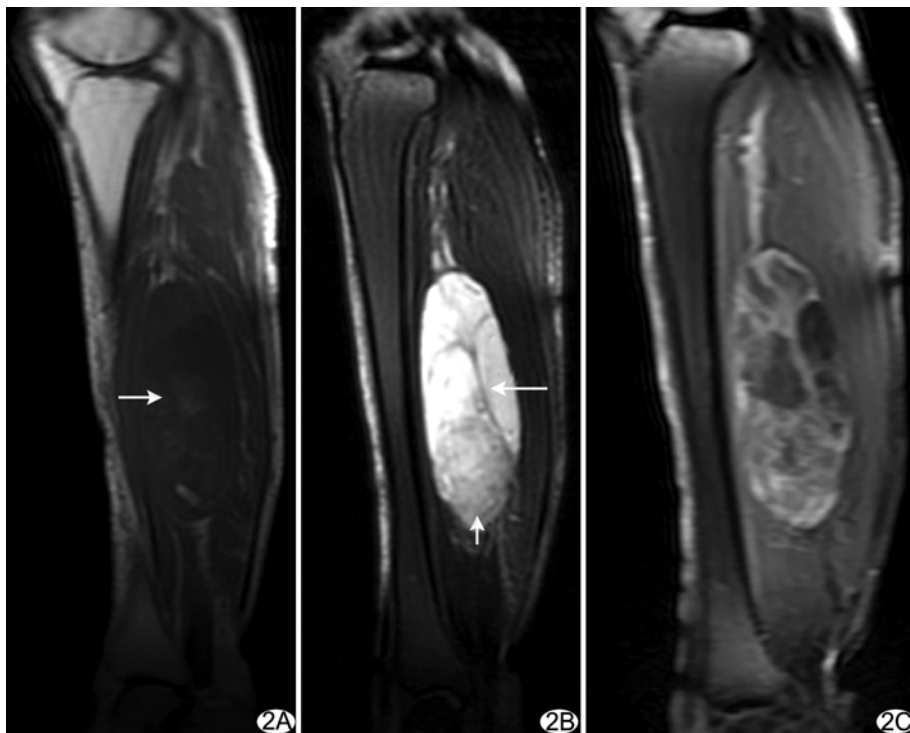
右大腿肌间隙内黏液性脂肪肉瘤 A. MRI 平扫矢状位 T1WI 示右大腿肌间隙内椭圆形软组织肿块,与肌肉信号相比呈等、稍低信号,内见云絮状高信号(箭); B. 平扫矢状位抑脂 T2WI 示肿瘤以显著高信号为主,内见稍高信号区(短箭)及线样低信号分隔(长箭),瘤周未见水肿,肿瘤边界清晰; C. 增强矢状位抑脂 T1WI 示肿瘤显著不均匀强化,可见明显强化的实性成分及分隔
